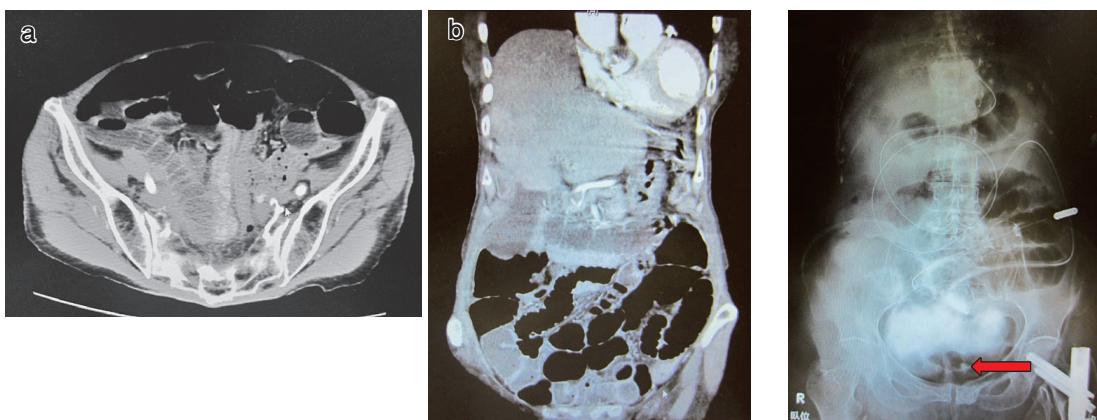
入院時の腹部造影CT (a:水平断, b:前額断). 小腸主体に液体およびガスの貯留を認める.
